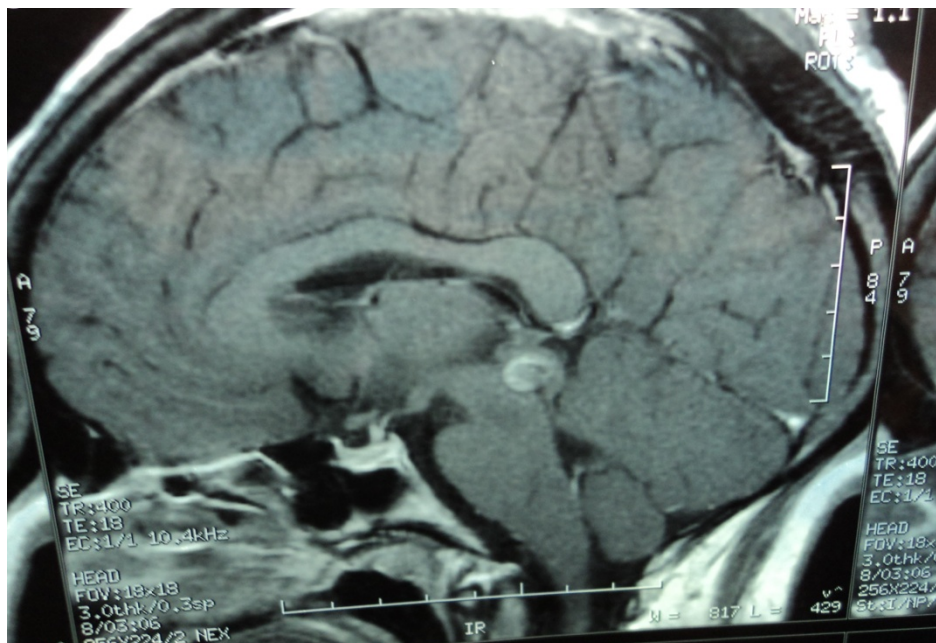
IRM cérébrale en coupe sagittale en séquence pondérée T1 sans injection de gadolinium montrant une formation arrondie bien limitée au niveau de la face postérieure du bulbe, mesurant 18 mm de diamètre entourée d'une couronne en hypersignal et un centre en hyposignal en T1 en rapport avec un cavernome (service de Radiologie du CHU MED VI).
